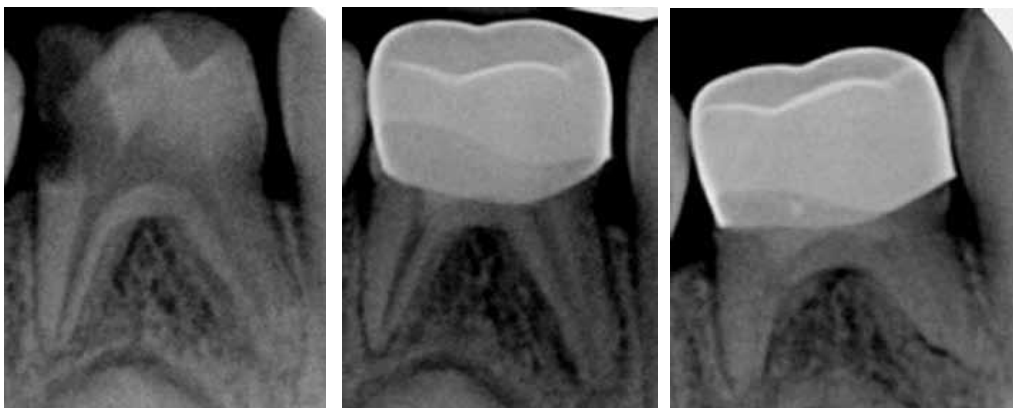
Radiographies d'une pulpotomie sur 84 : pré-opératoire, post-opératoire et 1 an plus tard (Cauwels et Martens, 2013).
